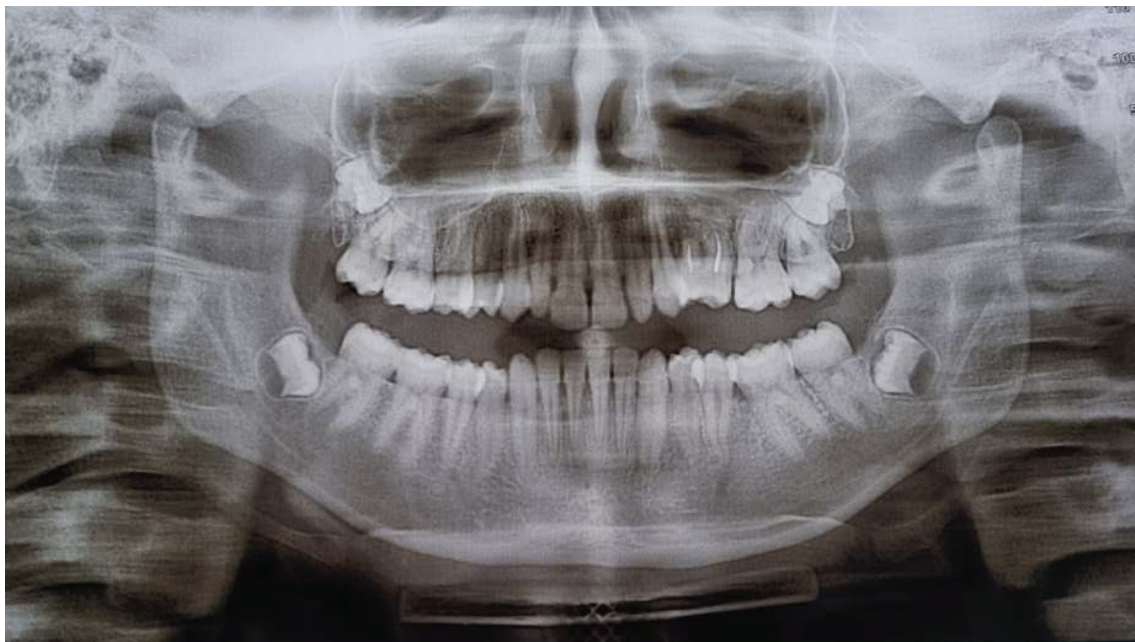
Ортопантомограма
